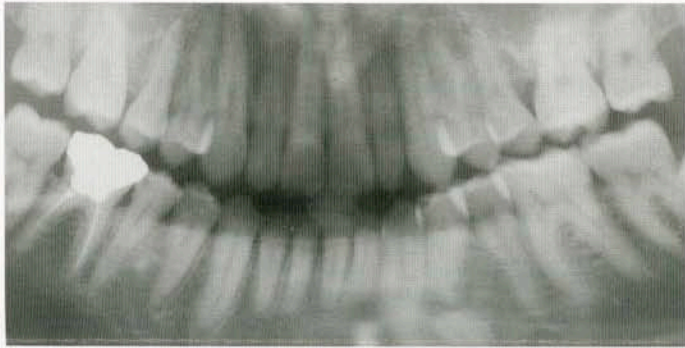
Radiografía panorámica después del tratamiento.
